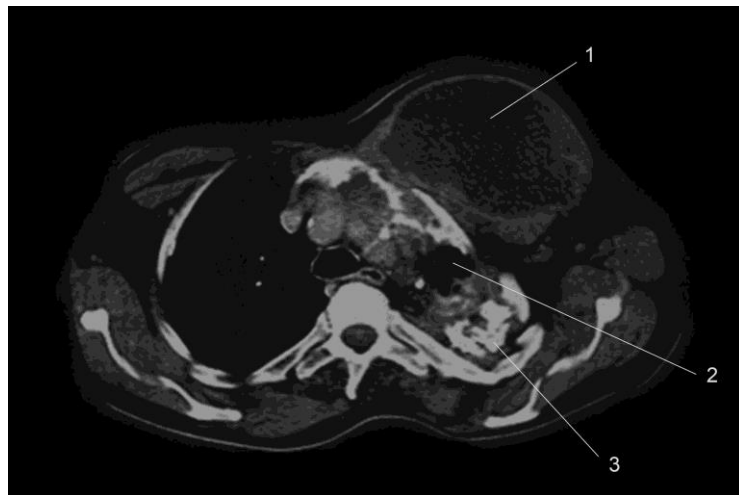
Computertomographie des Thorax; ausgedehnte, größtenteils hypodense Raumforderung im Bereich der ventralen Thoraxwand (1). Z.n. Thorakoplastik links; 2: ventiliertes Restparenchym des Lungenoberlappens; 3: Verkalkungen des Parenchyms resp. der chronisch spezifisch-entzündlich veränderten Lungenareale.
